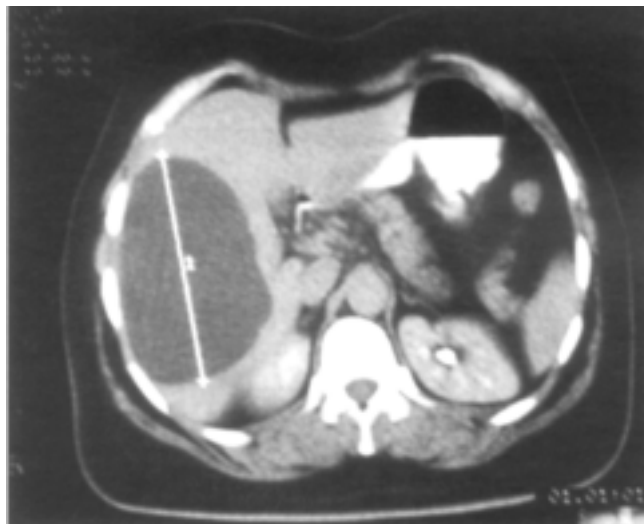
La tomografía axial computada muestra la presencia de un quiste hepático localizado en lóbulo derecho.
